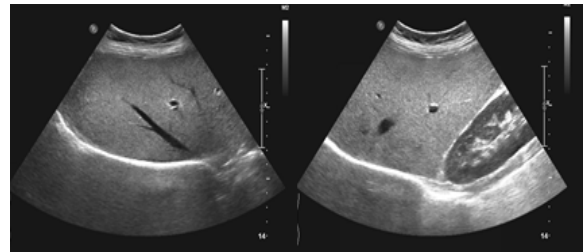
mild fatty liver by ultrasonography(Grade I).
